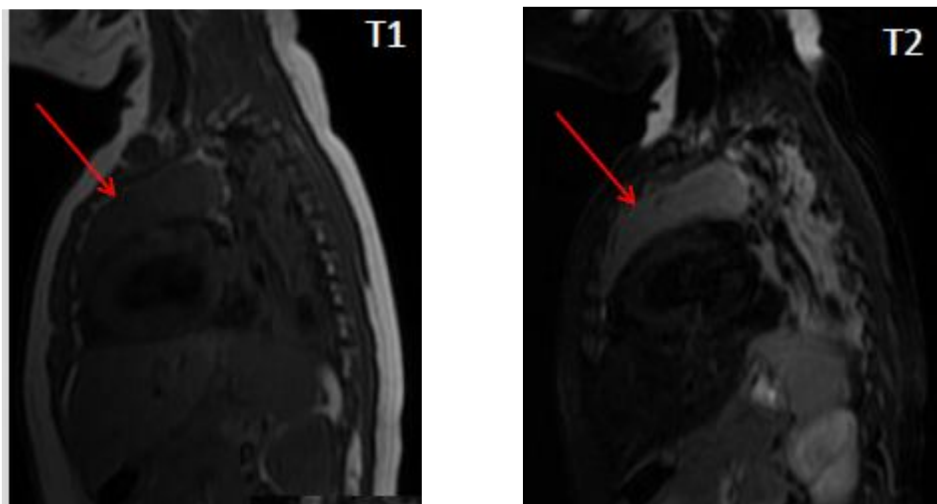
IRM d'un thymus normal chez l'enfant.
